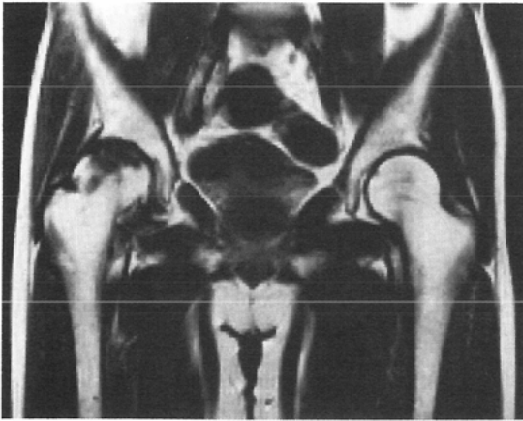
MRI of avascular necrosis (type B). Low signal intensity area is localized in the periphery of the right femoral head.
